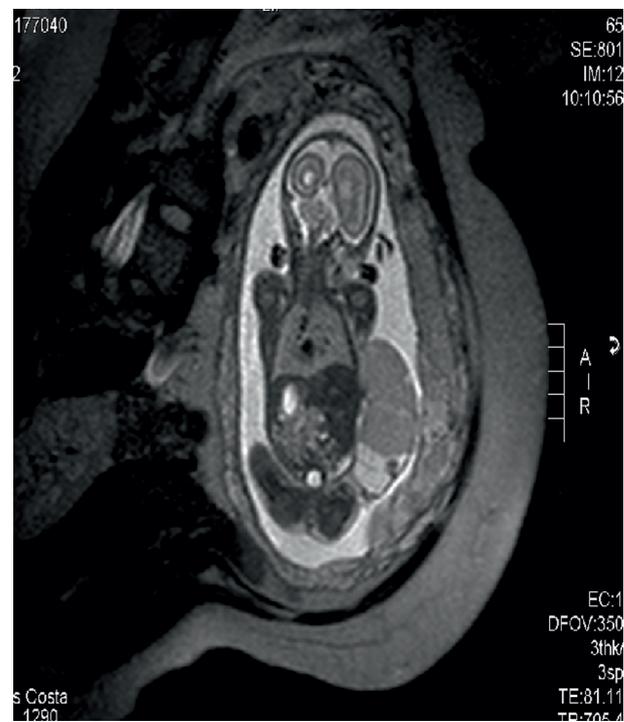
RMN fetal (Sequência single shot coronal): formação quística heterogénea com septos e conteúdo hídrico heterogéneo refletindo conteúdo com diferentes concentrações proteicas, em topografia para-abdominal direita.
